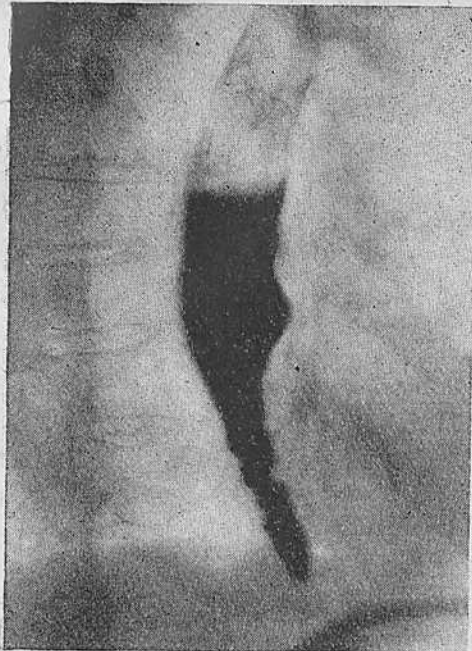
Больная М. Синдром Барсони—Тешендорфа. Рентгенограмма пищевода.
